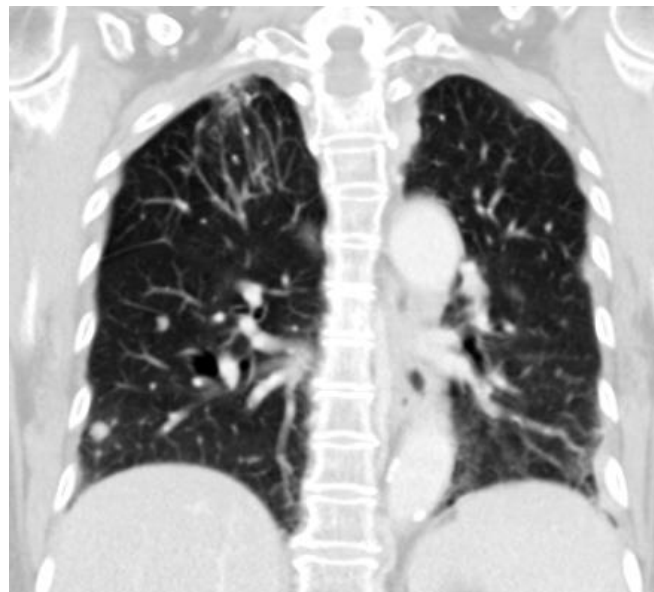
3 Multiple lung and pleural metastasis seen on contrast-enhanced CT chest scan
